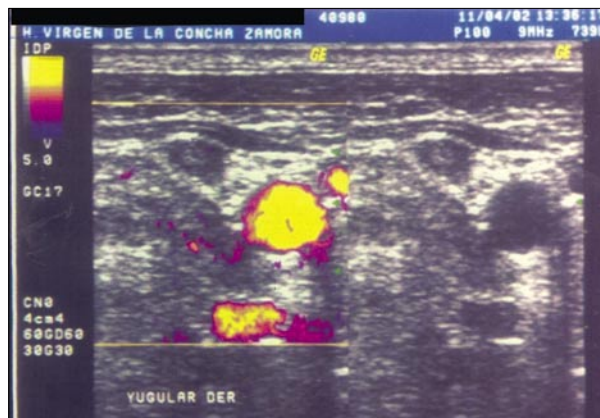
Ecodoppler de vasos del cuello con contenido ecogénico en vena yugular derecha que no tiene flujo con doppler color.
